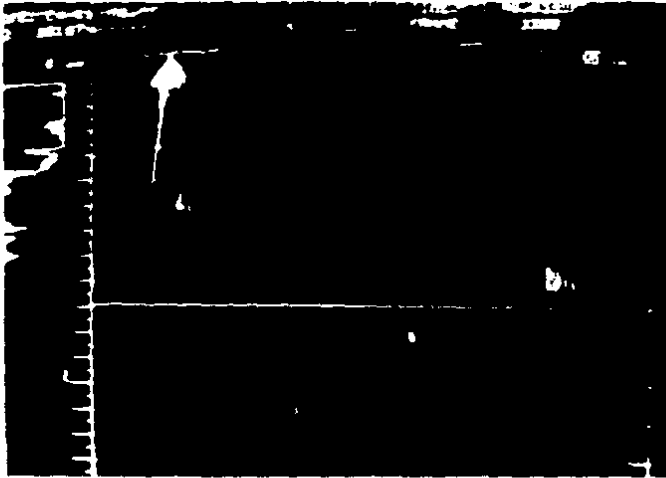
B. Doppler pulsado, vista apical cuatro cámaras. Pequeña regurgitación protosistólica mitral. Paciente No. 3.
